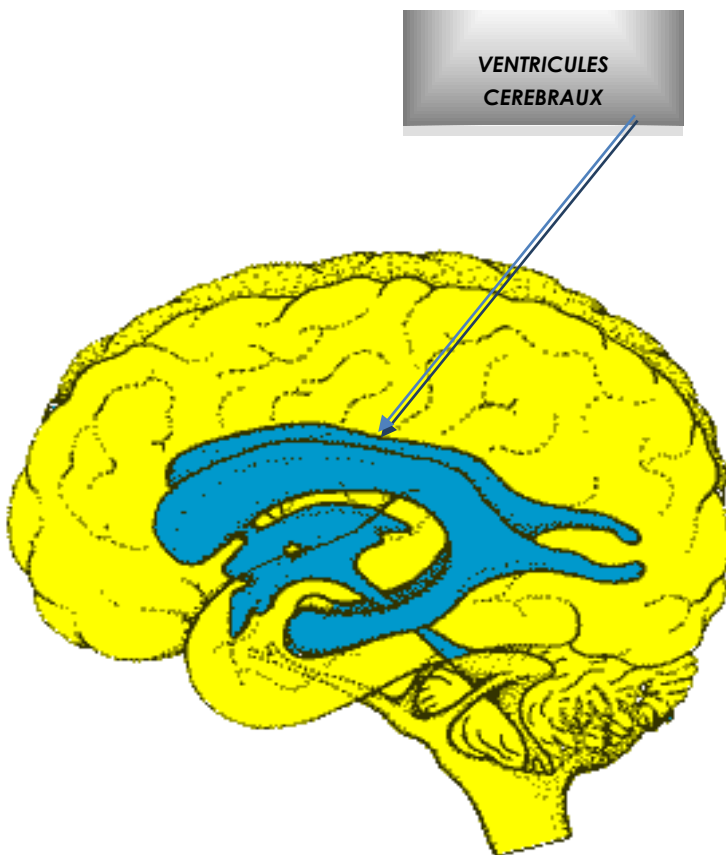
L'aspect des ventricules cérébraux sur l'imagerie varie selon l'appareil utilisé (IRM ou scanner). En général les ventricules ont une forme tridimensionnelle complexe, comme représenté ci-dessus.
